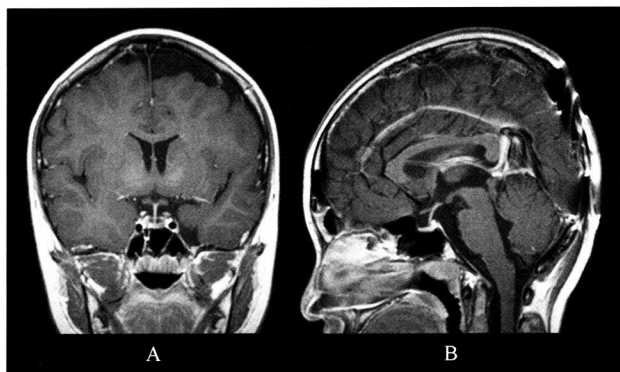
Contrast-enhanced MRI taken after the chemotherapy demonstrating that the tumor has completely disappeared.
